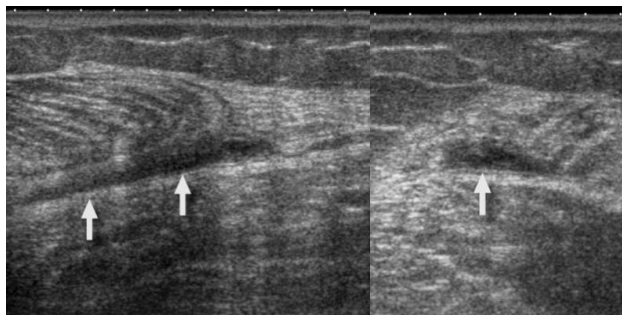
Pierna del tenista. Ecografía modo B, tercio medio de pantorrilla, plano sagital (izquierda) y plano axial (derecha). Pequeña colección laminar hipoecoica por rotura de fibras en la vertiente medial del gemelo interno con desinserción de la fascia en su unión miofascial (“pierna del tenista”).
